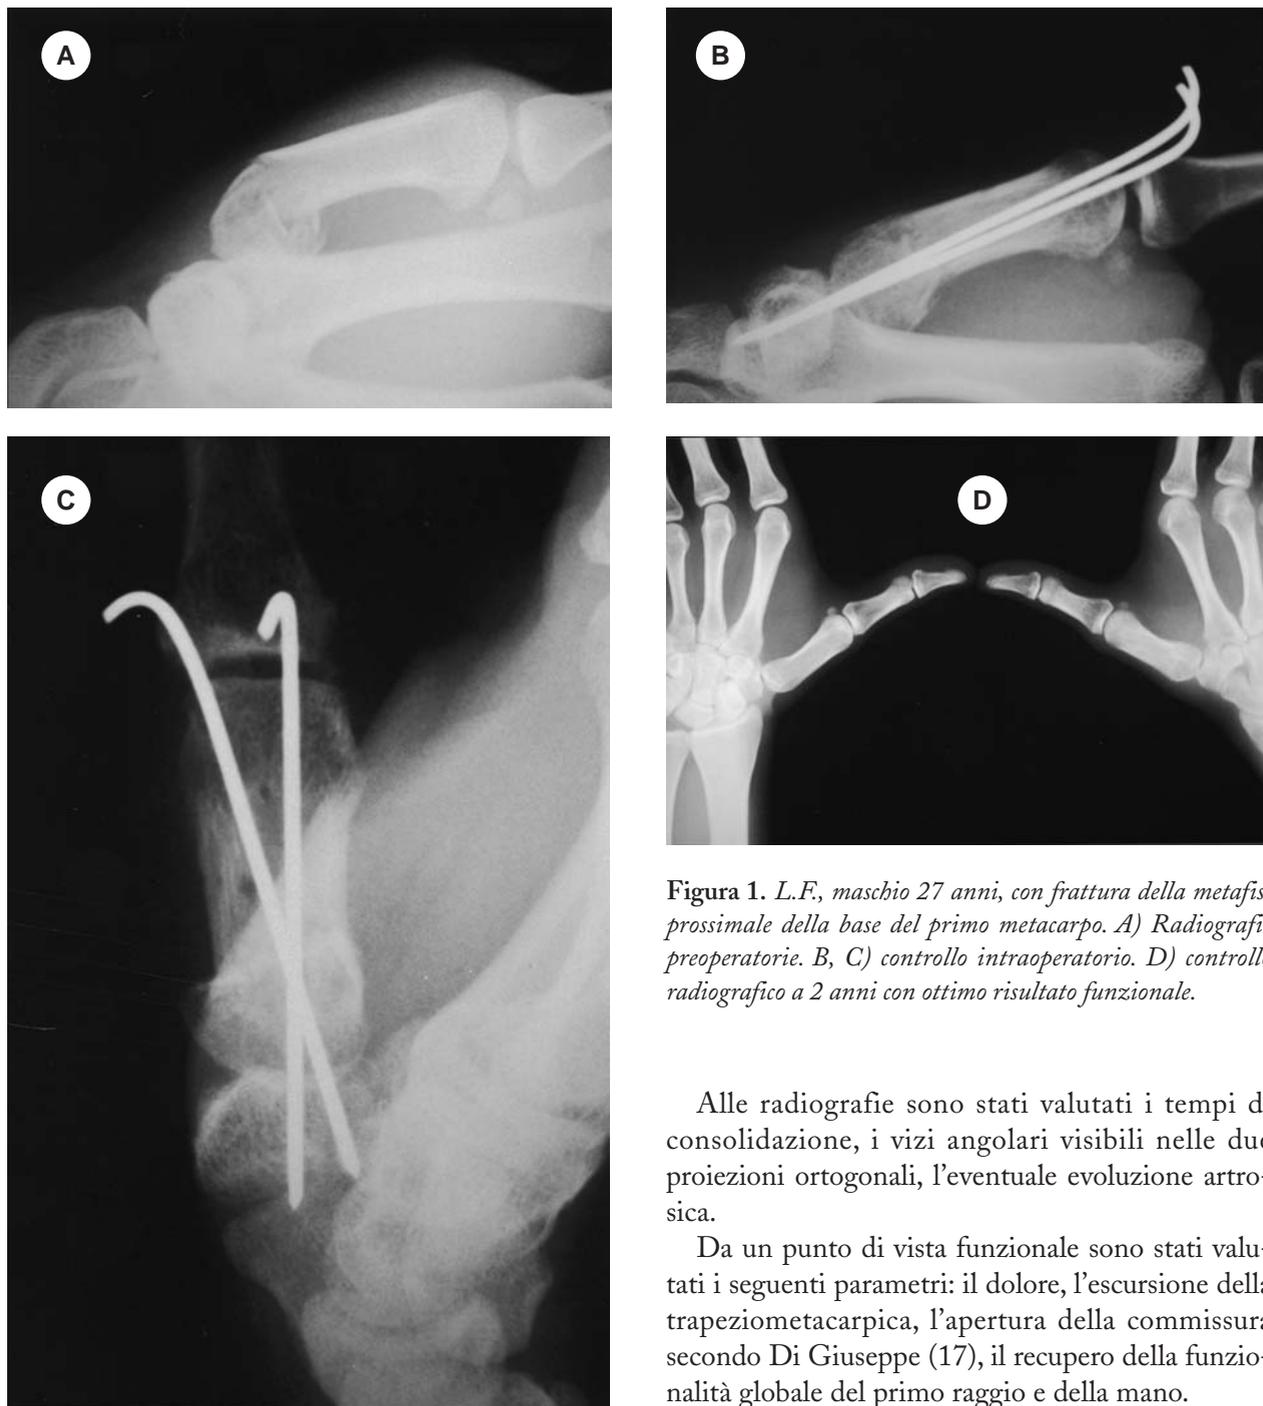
L.F., maschio 27 anni, con frattura della metafisi prossimale della base del primo metacarpo. A) Radiografie preoperatorie. B, C) controllo intraoperatorio. D) controllo radiografico a 2 anni con ottimo risultato funzionale.
